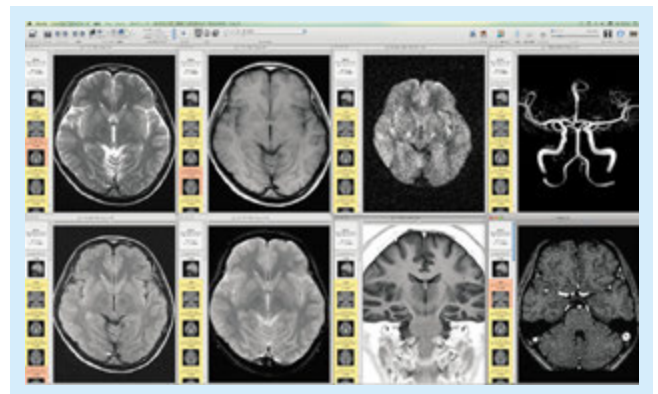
脳ドックで施行しているMRI6撮像法と3d-TOFによるMRA上段左から右へT2-WI、T1-WI、DWI、MRA(MIP)。下段左から右へFLAIR、T2*-WI、STIR冠状断白黒反転像(海馬条件)、MRA原画像。T2-WIはファイルを作る際に白黒反転像も加えてプリントしている。
